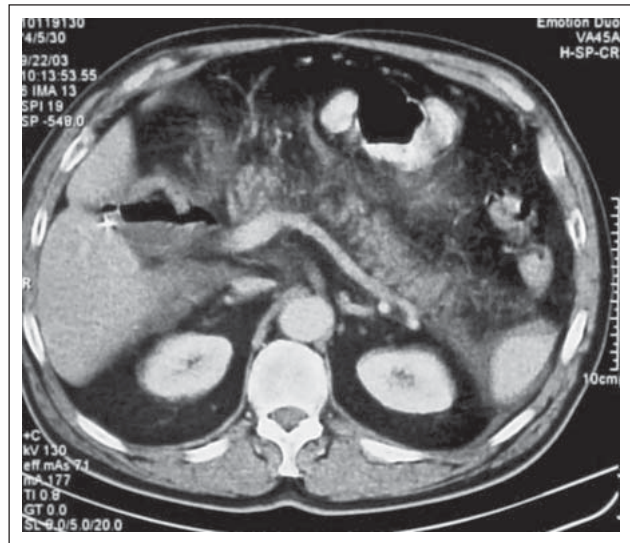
Kontrastmittelverstärkte Computertomographie einer ausgedehnten schweren akuten Pankreatitis. Die Gasansammlung in der Bursa omentalis kann ein Hinweis auf eine lokale Infektion sein.
